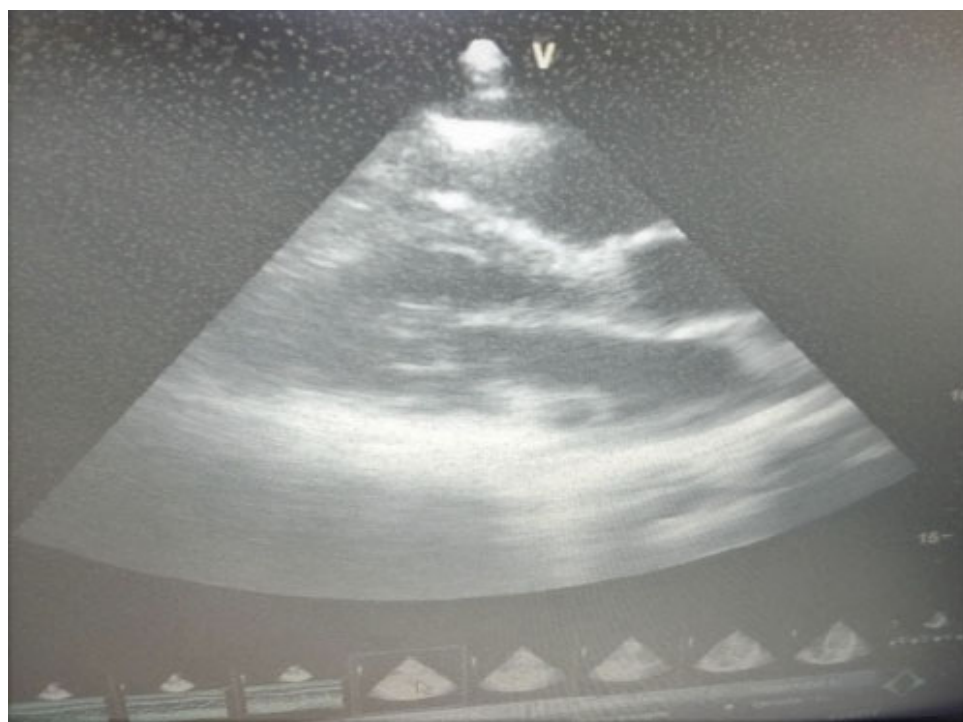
Ecocardiograma trasntorácico eje paraesternal largo se observa implantación de valva mitral posterior 6 mm.
